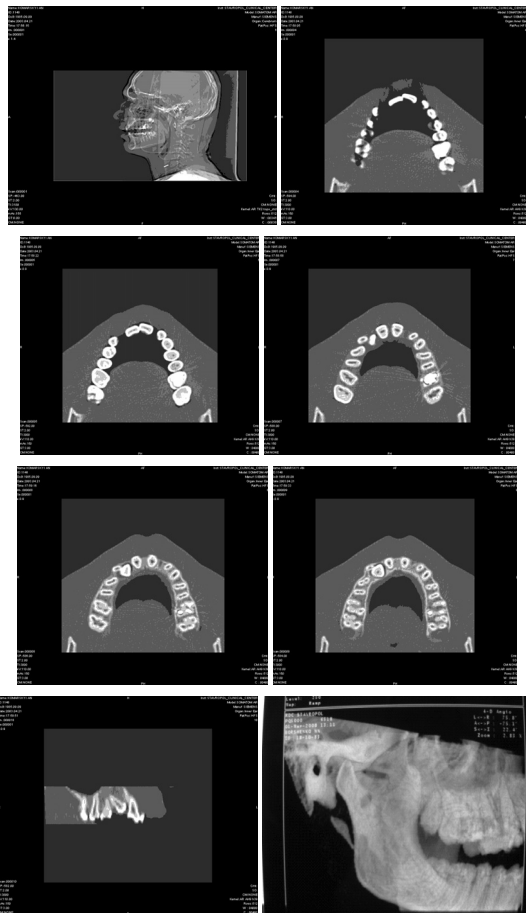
Серии СКТ и мультипланарных реконструкций, полученных на томографе Siemens («Somatom AR», Германия)
